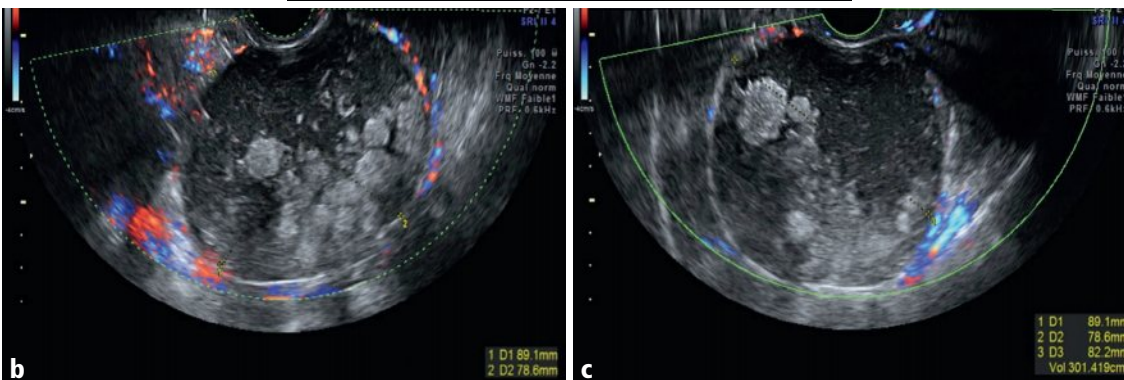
a-d Kyste ovarien gauche, coupes axiale oblique en mode B (a) et sagittales en mode Doppler couleur (b, c).
